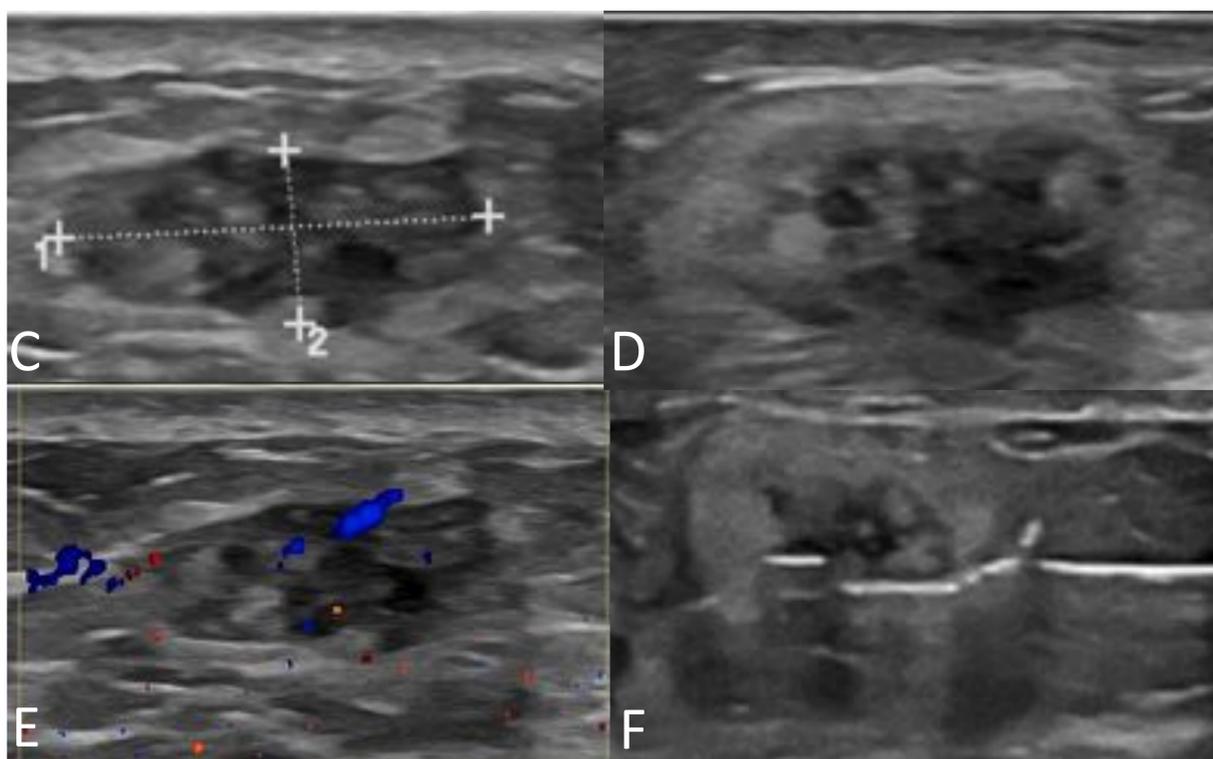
A,B. Tomosíntesis bilateral, C-View, proyecciones OML (A) y CC (B). Se observan tres densidades nodulares no circunscritas en el CSE y CII derechos y en la región posterior del CSI izquierdo. C,D. Ecográficamente, corresponden a nódulos hipoecogénicos heterogéneos irregulares. E. En el estudio Doppler se observa vascularización de los nódulos. F. Imagen de BAG de uno de los nódulos.
